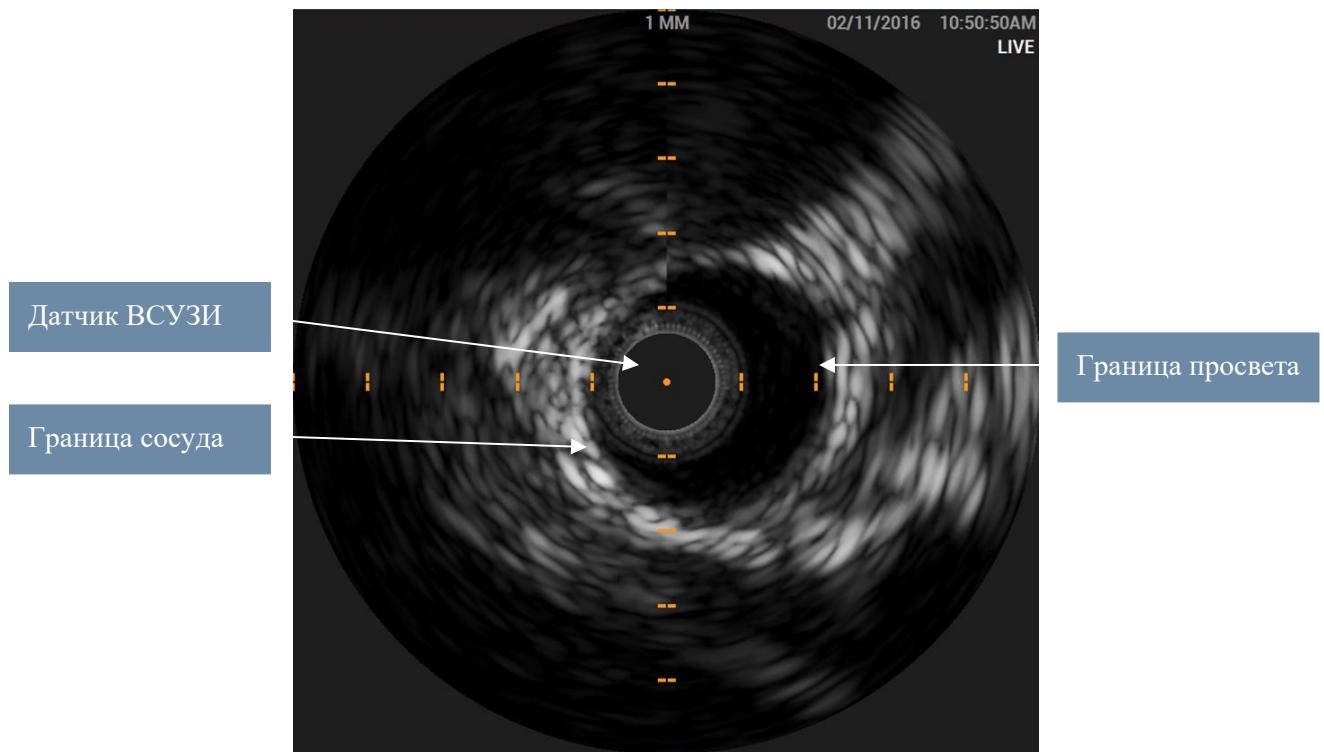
Изображение ВСУЗИ в оттенках серого
